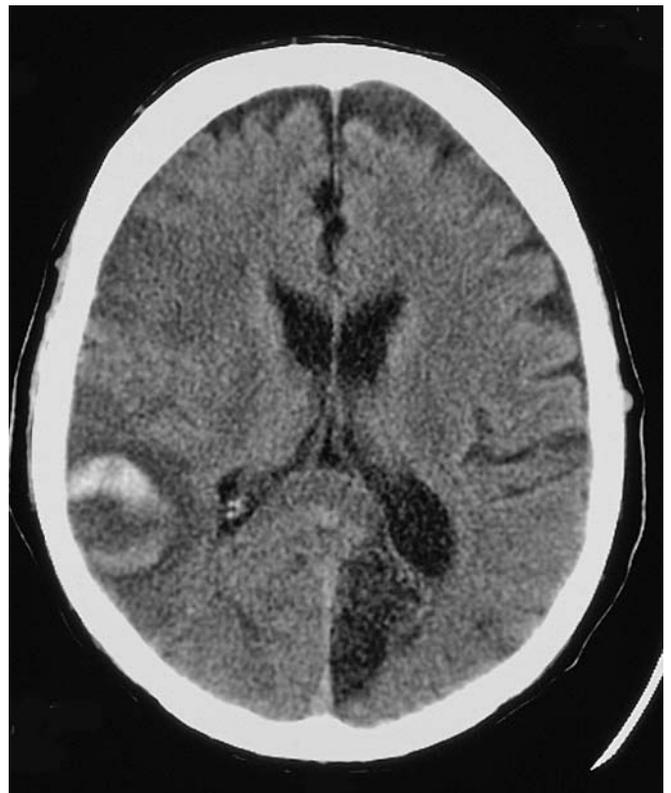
Tomografia de Crânio na Admissão do Paciente no Hospital
